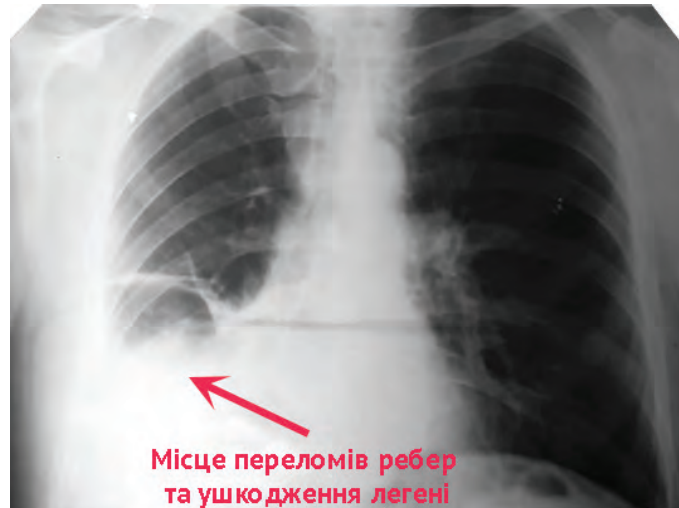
Оглядова рентгенограма грудної клітки (стрілочкою вказана ділянка ушкодженої легені та згорнутого гемотораксу).
